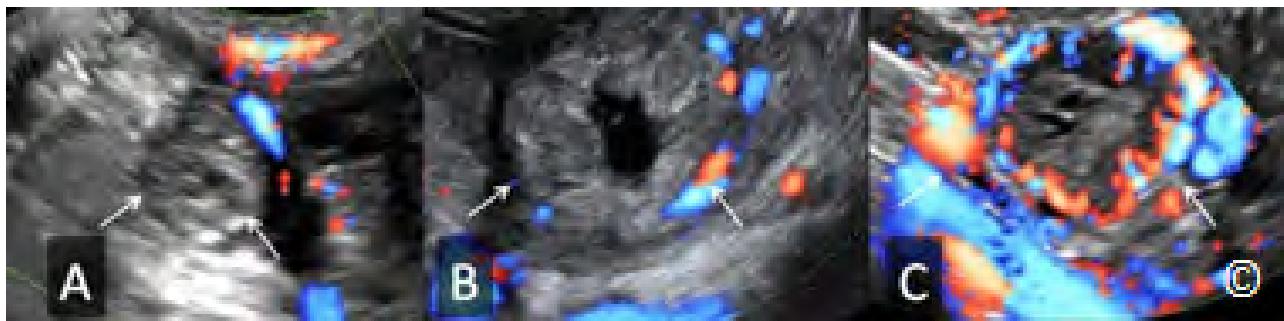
Siêu âm trắng đen và siêu âm Doppler màu ngã âm đạo: nang hoàng thể bên trong buồng trứng. Xem những dấu hiệu phân biệt với TNTC ở Bảng 13.3.
